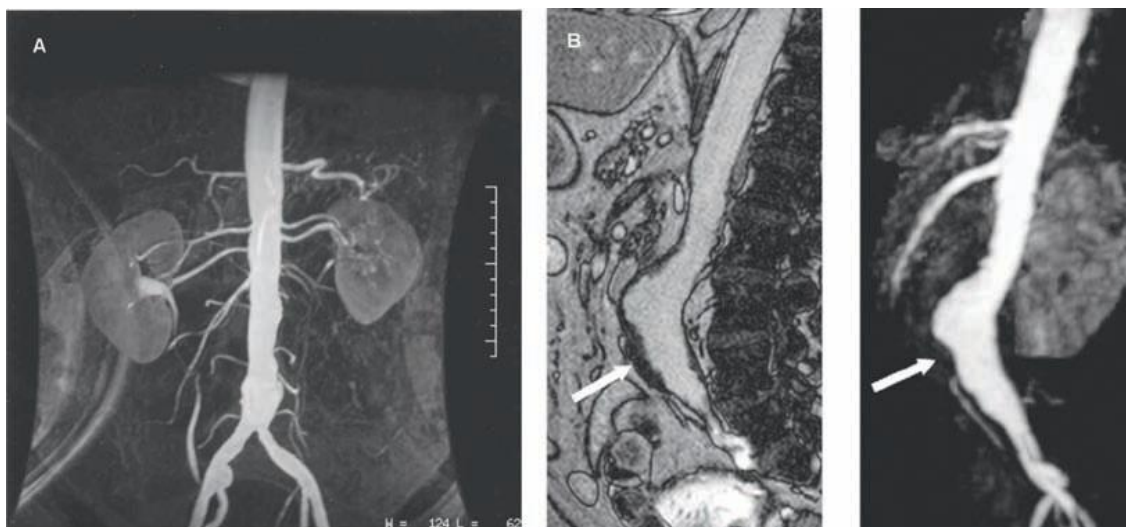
Avaliação das artérias periféricas e aorta pela angio – RM. A – RM contrastada permite a avaliação da estenose das artérias periféricas. B – Caracterização da parede do vaso, detectando um trombo mural. Retirado de Serruys, 2010, “TAVI”, pag.52
